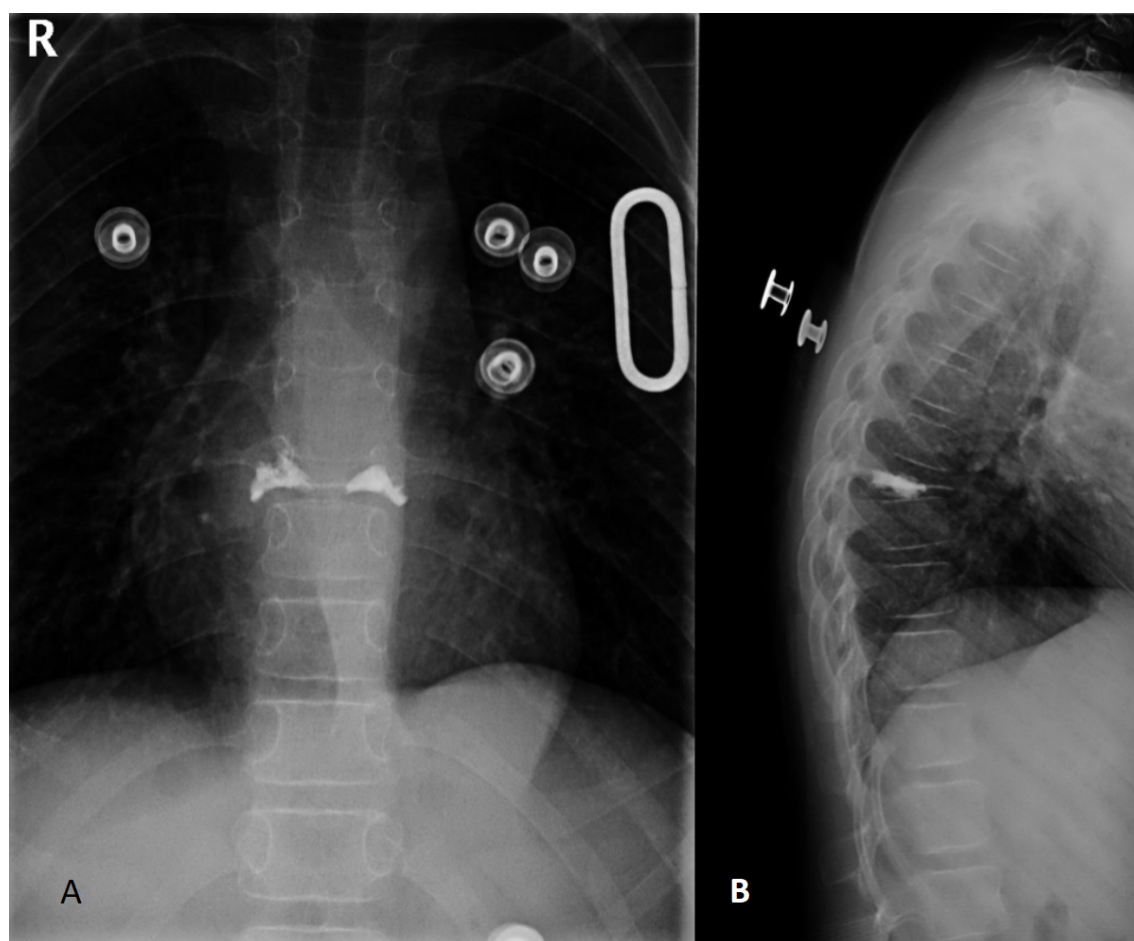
Radiografía columna dorsal (A, B): cifoplastia realizada para tratamiento de colapso vertebral de D8.
